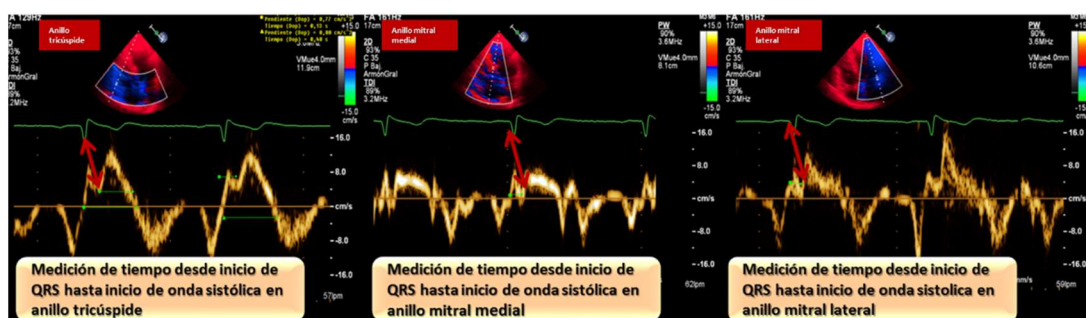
Modo de cálculo parámetros de asincronía derivados de Doppler tisular
